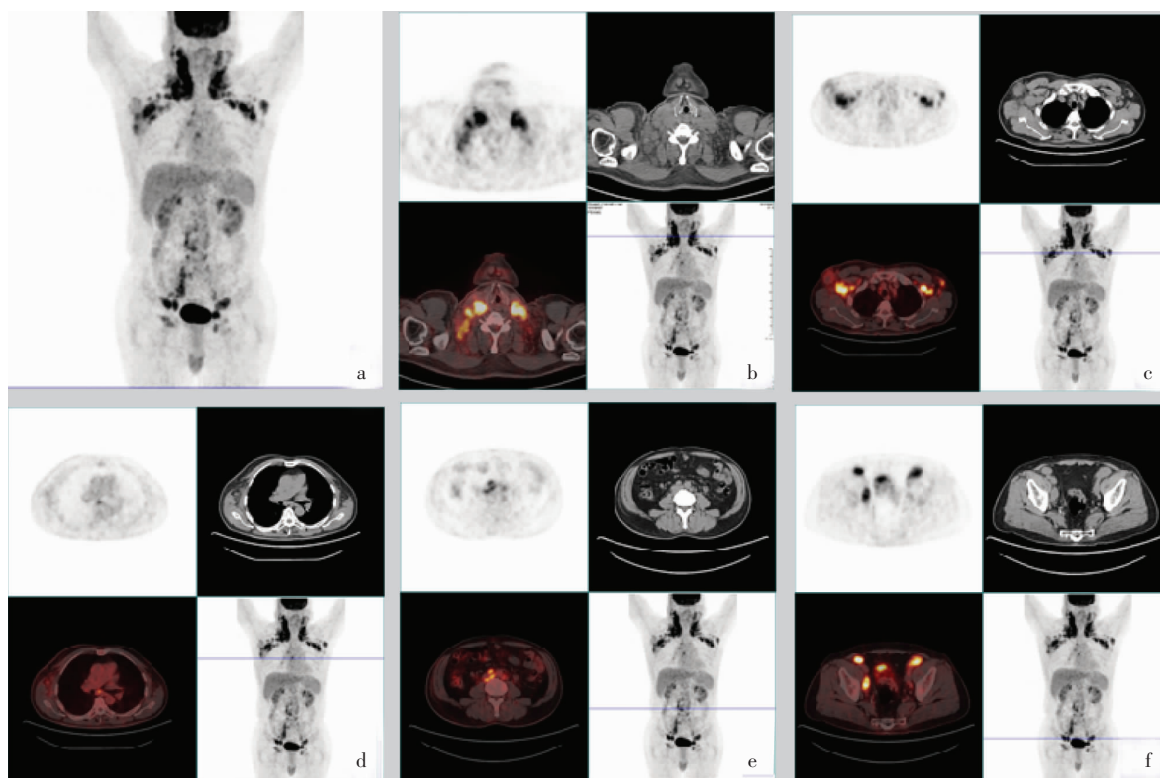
PET-CT results show that the large area of the body lymph node involvement(supraclavicular, underarm, mediastinum, retroperitoneal, groin)
